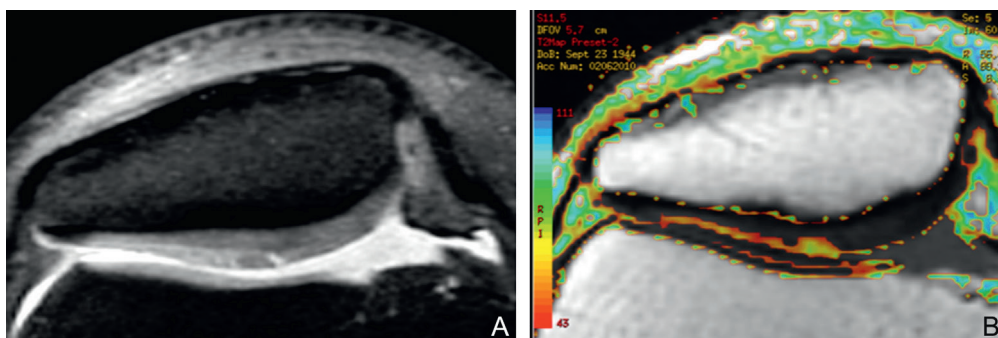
Image IRM classique à gauche et T2 mapping à droite.
